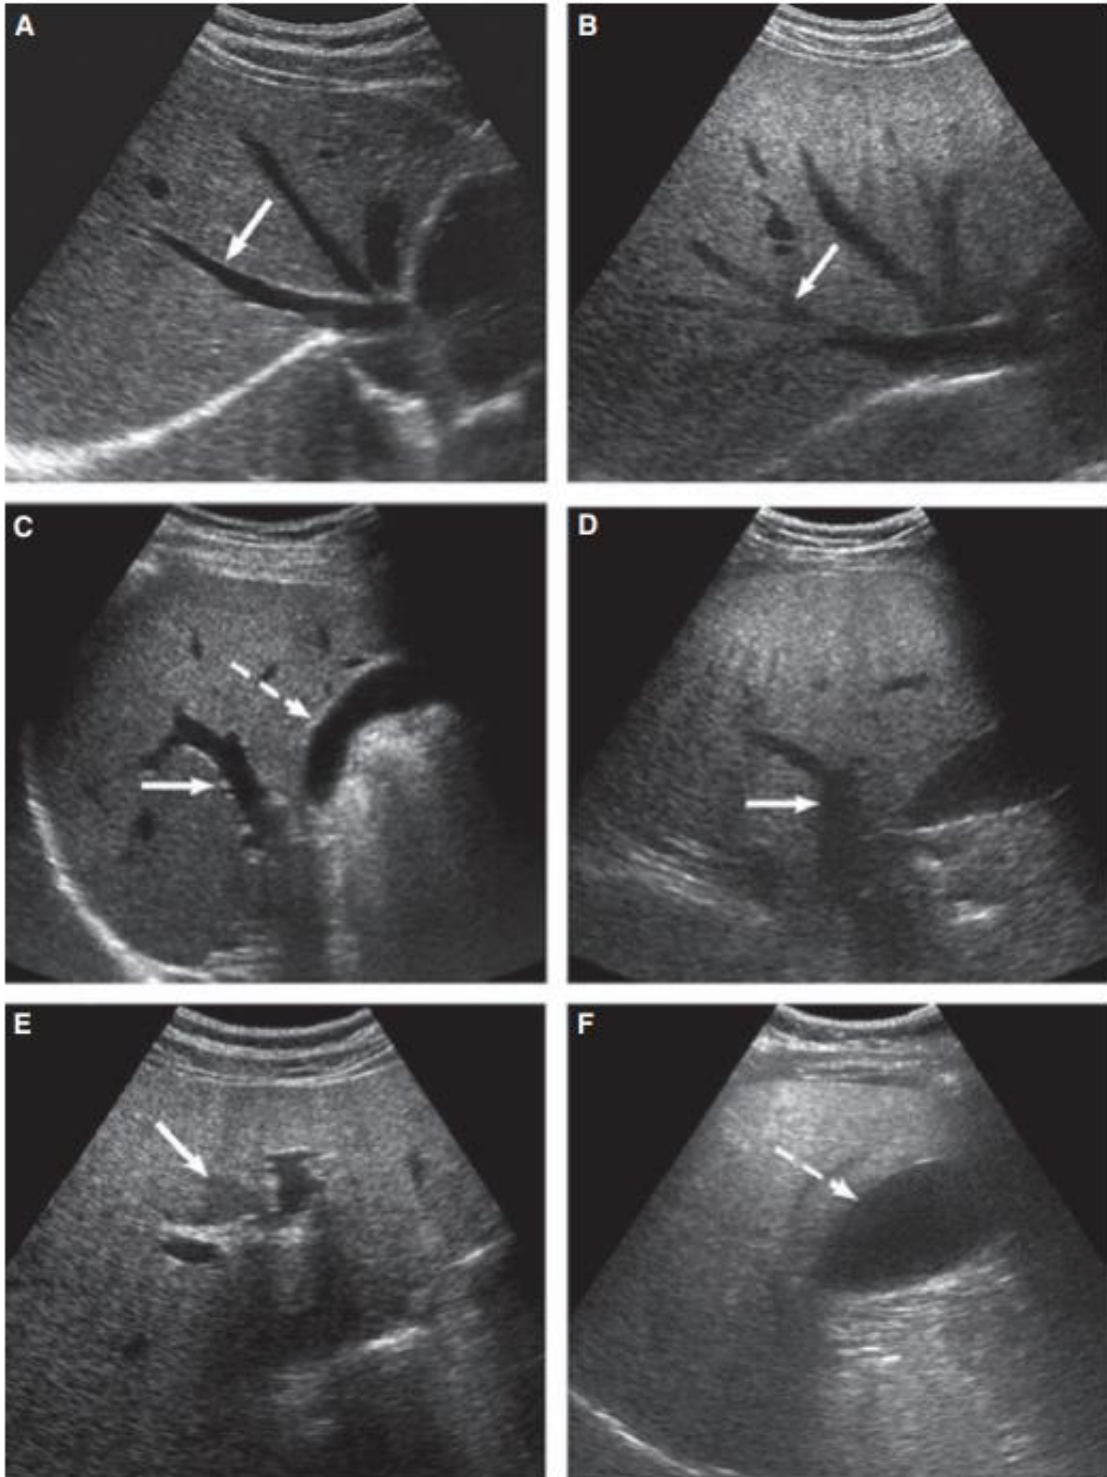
Caracteristicile ecografice a steatozei hepatice.
